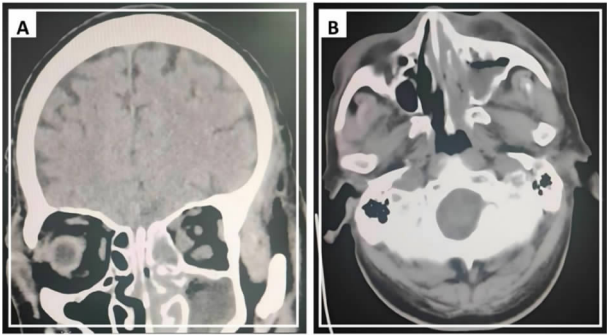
例 1 患者 CT 检查(左侧颞顶叶可疑小片状低密度影,左侧眶周软组织肿胀,双侧筛窦、左侧上颌窦、蝶窦积液,全组副鼻窦炎。A:冠状位;B:轴状位)
